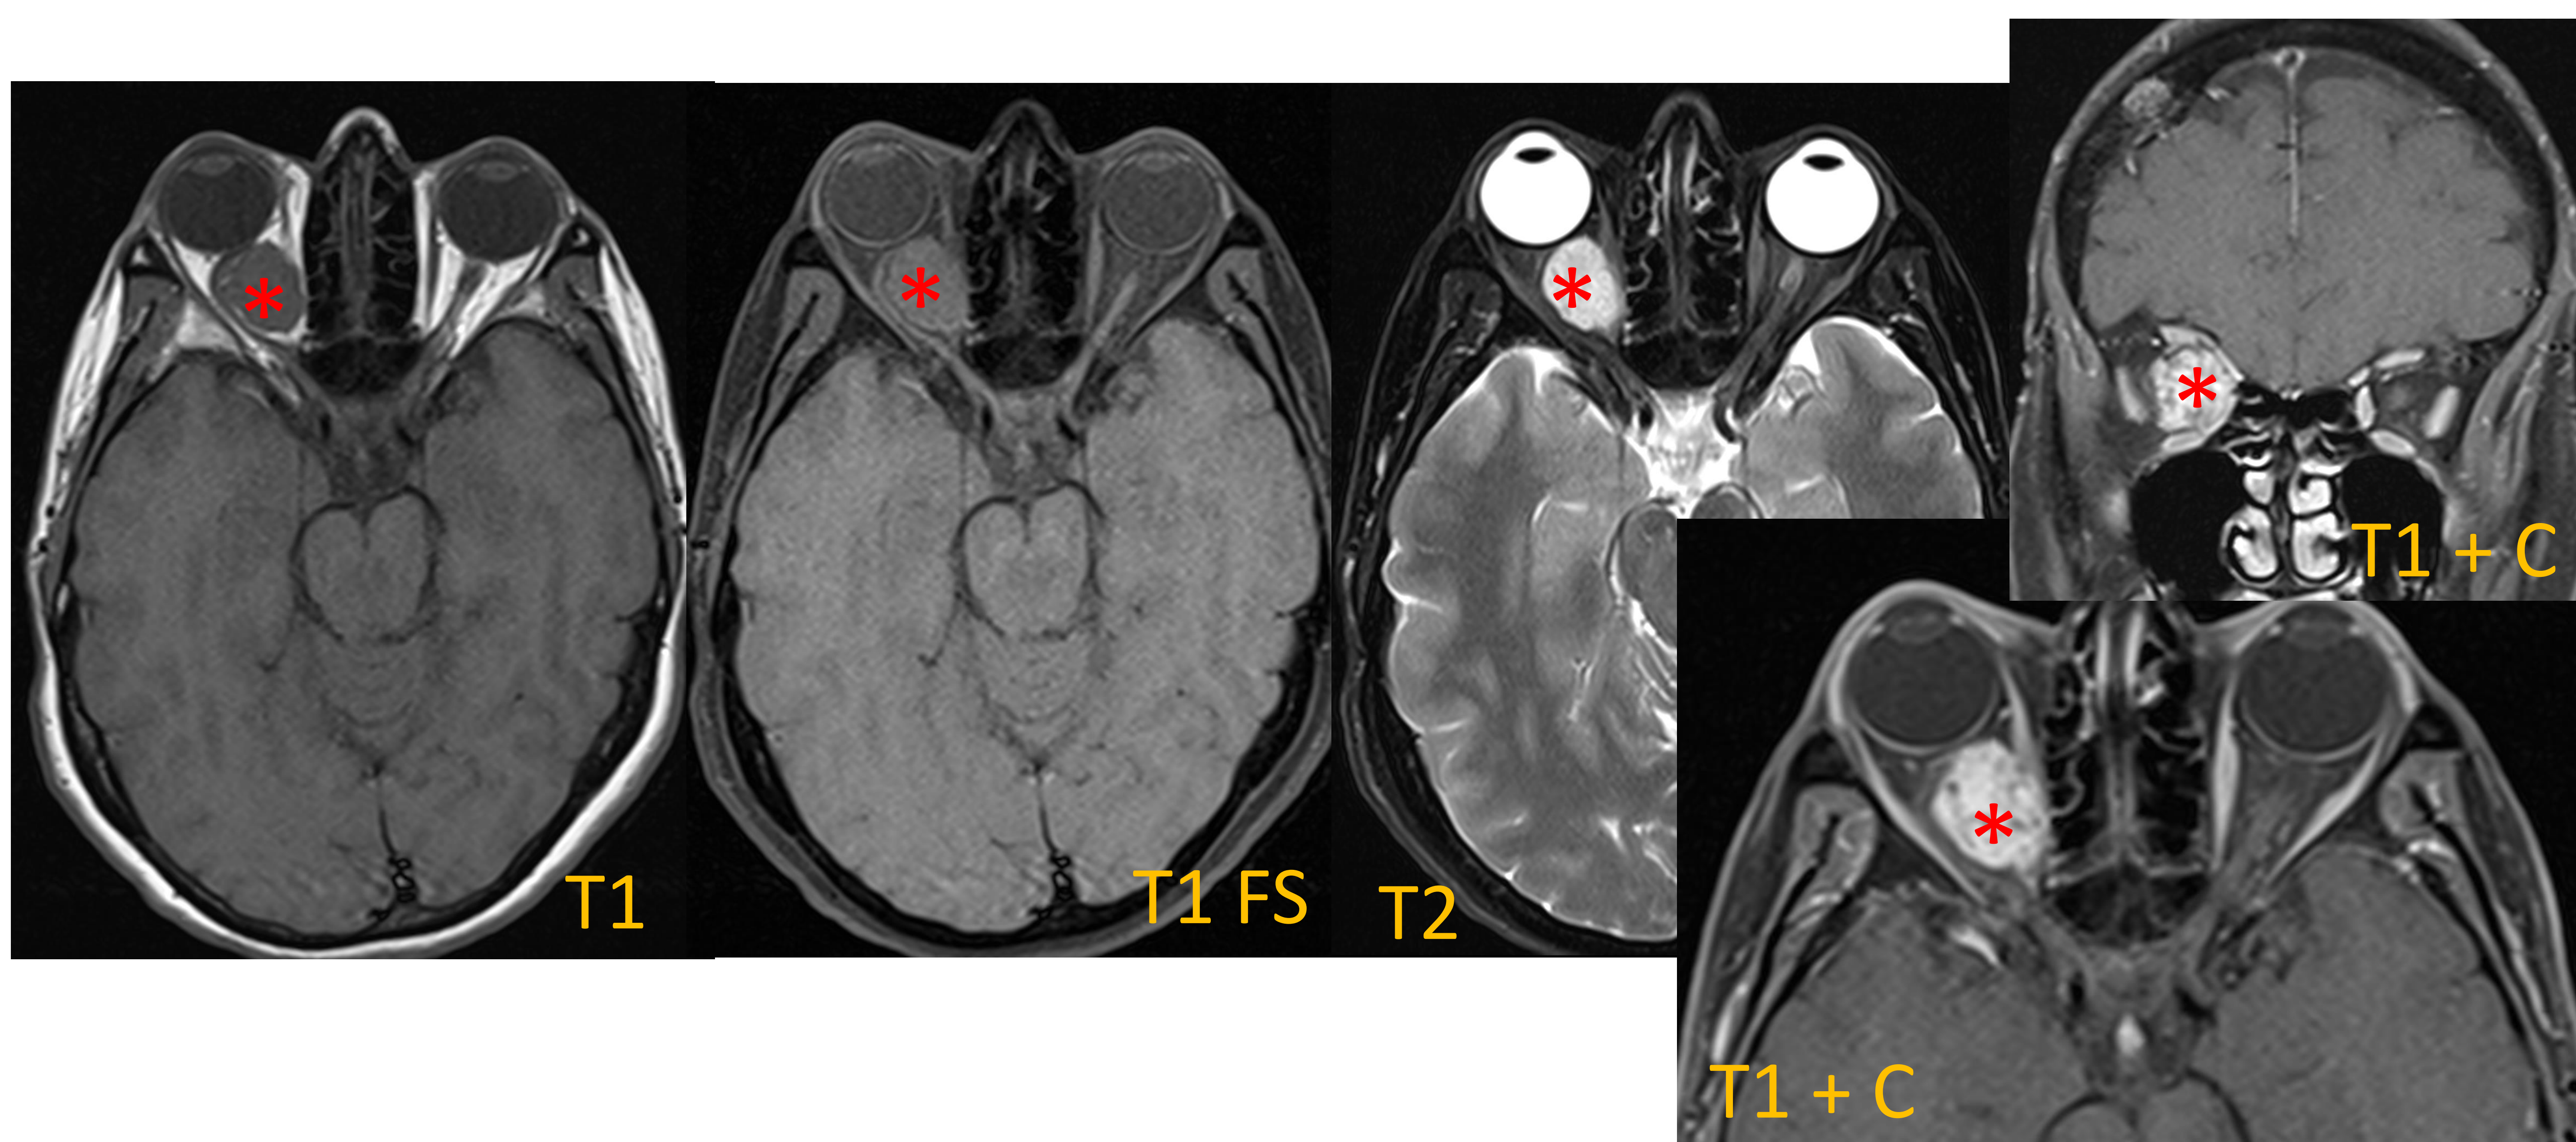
RM orbitaria del mismo paciente donde se confirma el diagnóstico de hemangioma.
